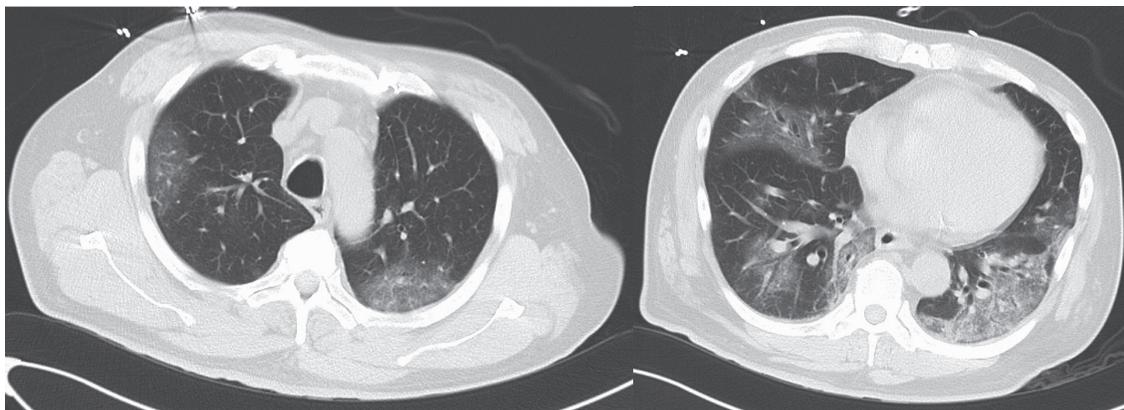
Chest computed tomography on admission of the first patient. Shadows with ground-glass opacity were observed in the bilateral whole lung lobes.
